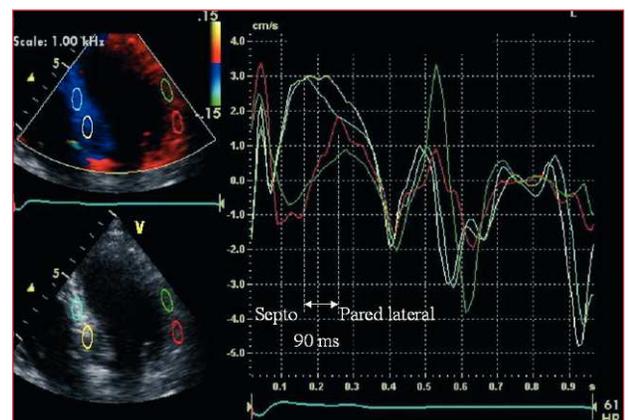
Asincronía intraventricular por Doppler tisular color. Hay un retraso de 90 ms, entre las velocidades pico de los segmentos basales y medios del septo (curvas amarilla y azul) y de la pared lateral (curvas roja y verde).
